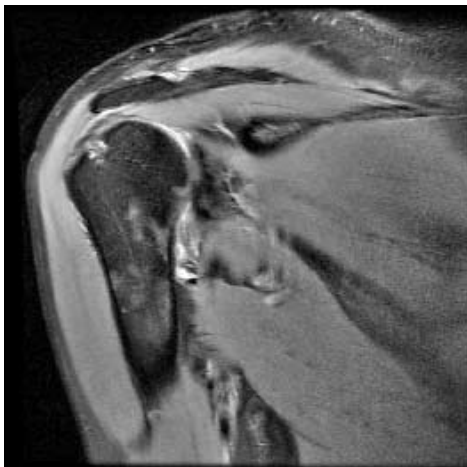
Das MRT mit Protonengewichtung (d.h. Flüssigkeit erscheint hell) zeigt in der Frontalebene eine zystische Läsion im hinteren Ansatzbereich der der Supraspinatussehne und der Infraspinatussehne.
